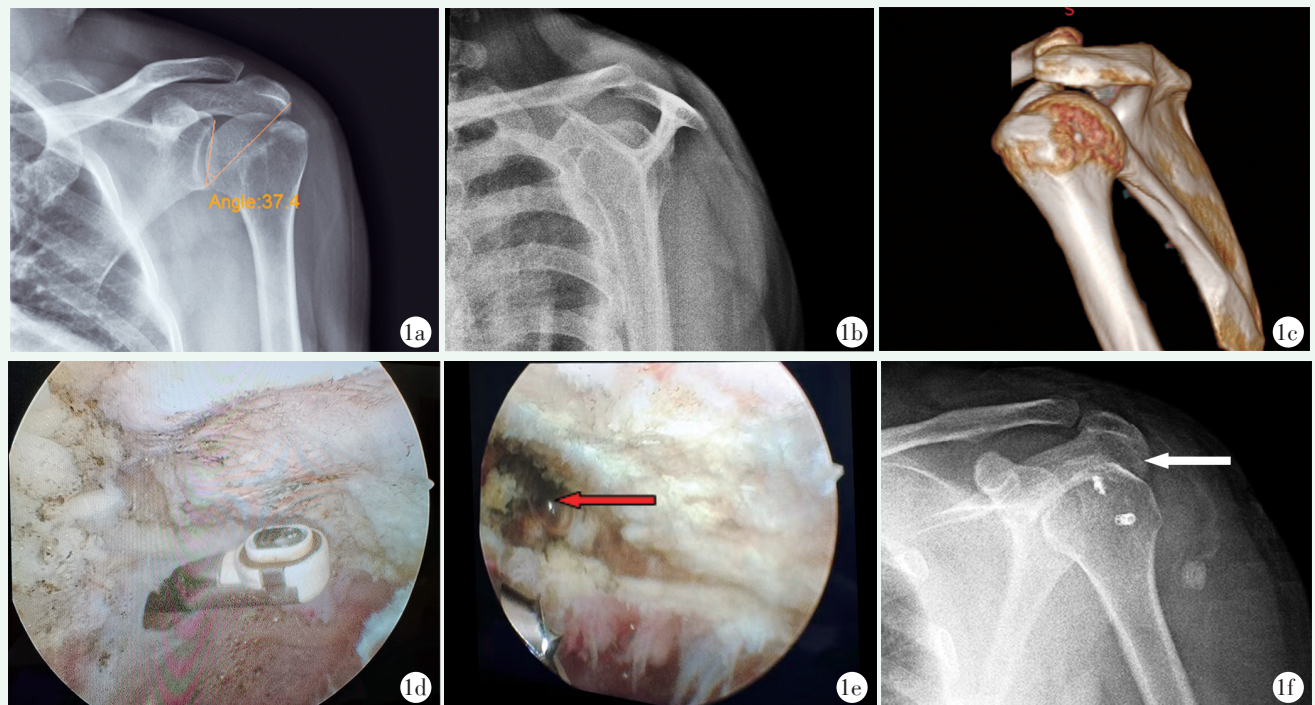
患者，男，51岁，因左肩峰撞击综合征、肩袖损伤入院 1a: 术前肩关节正位 X 线片示 CSA 角=37.4°，并大结节轻度增生硬化 1b: 术前冈上肌出口位 X 线片示 II 型肩峰 1c: 术前 CT 肩峰下骨赘向外侧延伸，可见大结节对吻骨赘 1d: 术中镜下清理肩峰下滑膜，显示肩峰外侧骨赘及三角肌前束止点 1e: 术中切除前骨赘并行外侧骨赘切除肩峰成形术后，显示三角肌前束剥离约 7 mm (红色箭头) 1f: 术后肩关节正位 X 线片示切除骨质的肩峰外缘 (白色箭头)
